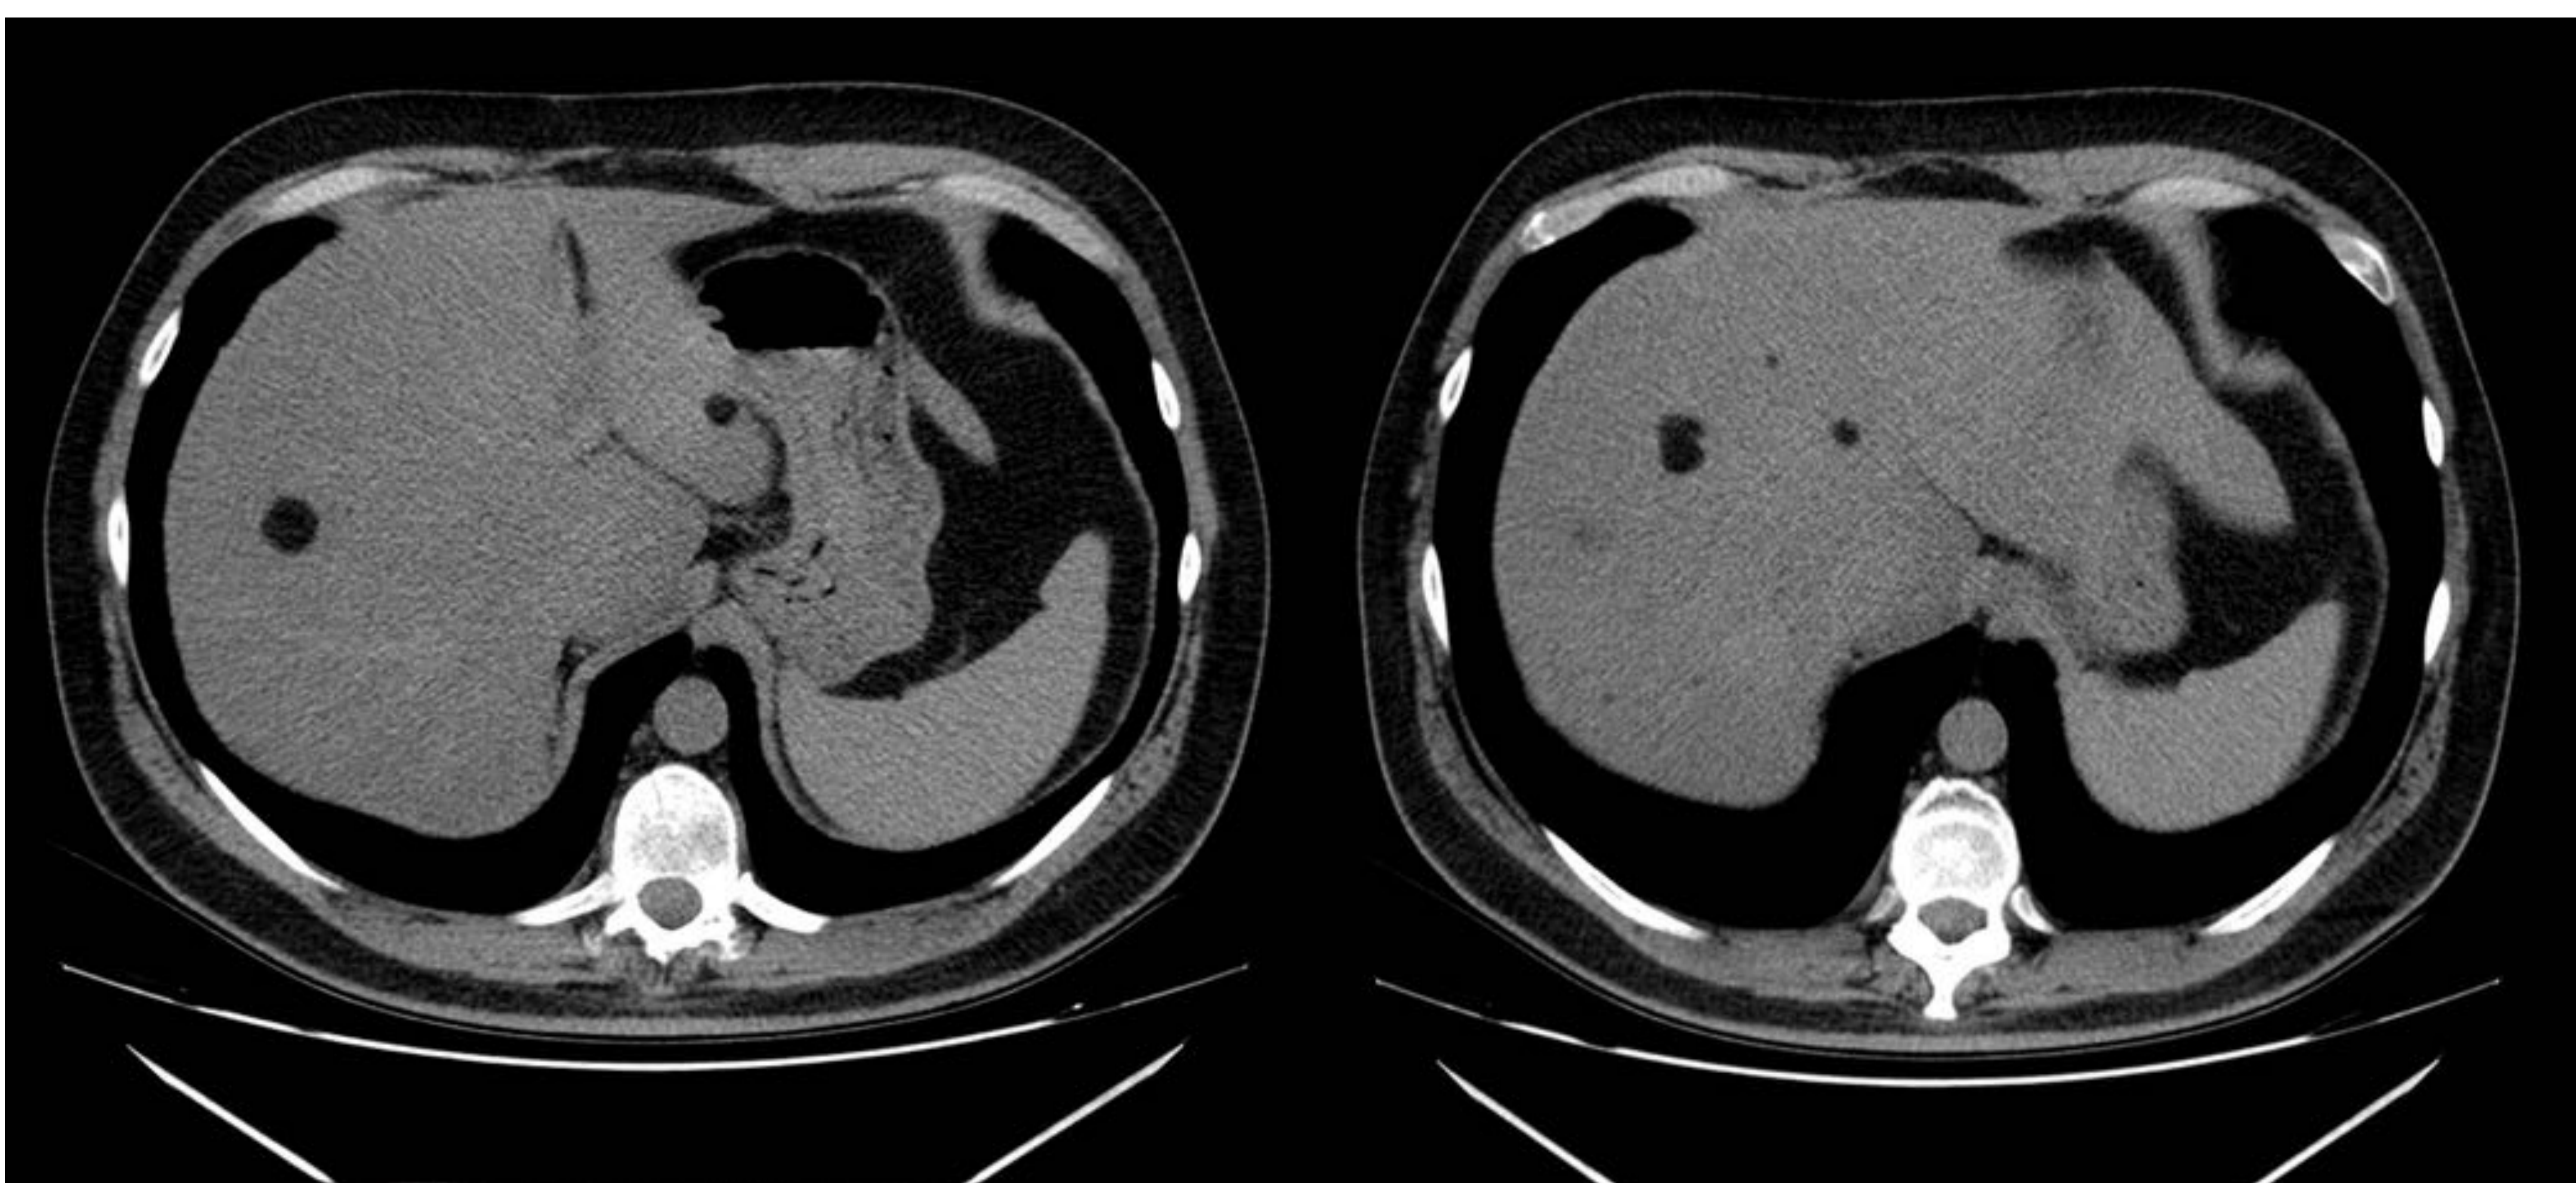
TC axial sin contraste endovenoso de abdomen en paciente con diagnóstico de ET, donde se observan angiomiolipomas en el hígado. (flechas).
